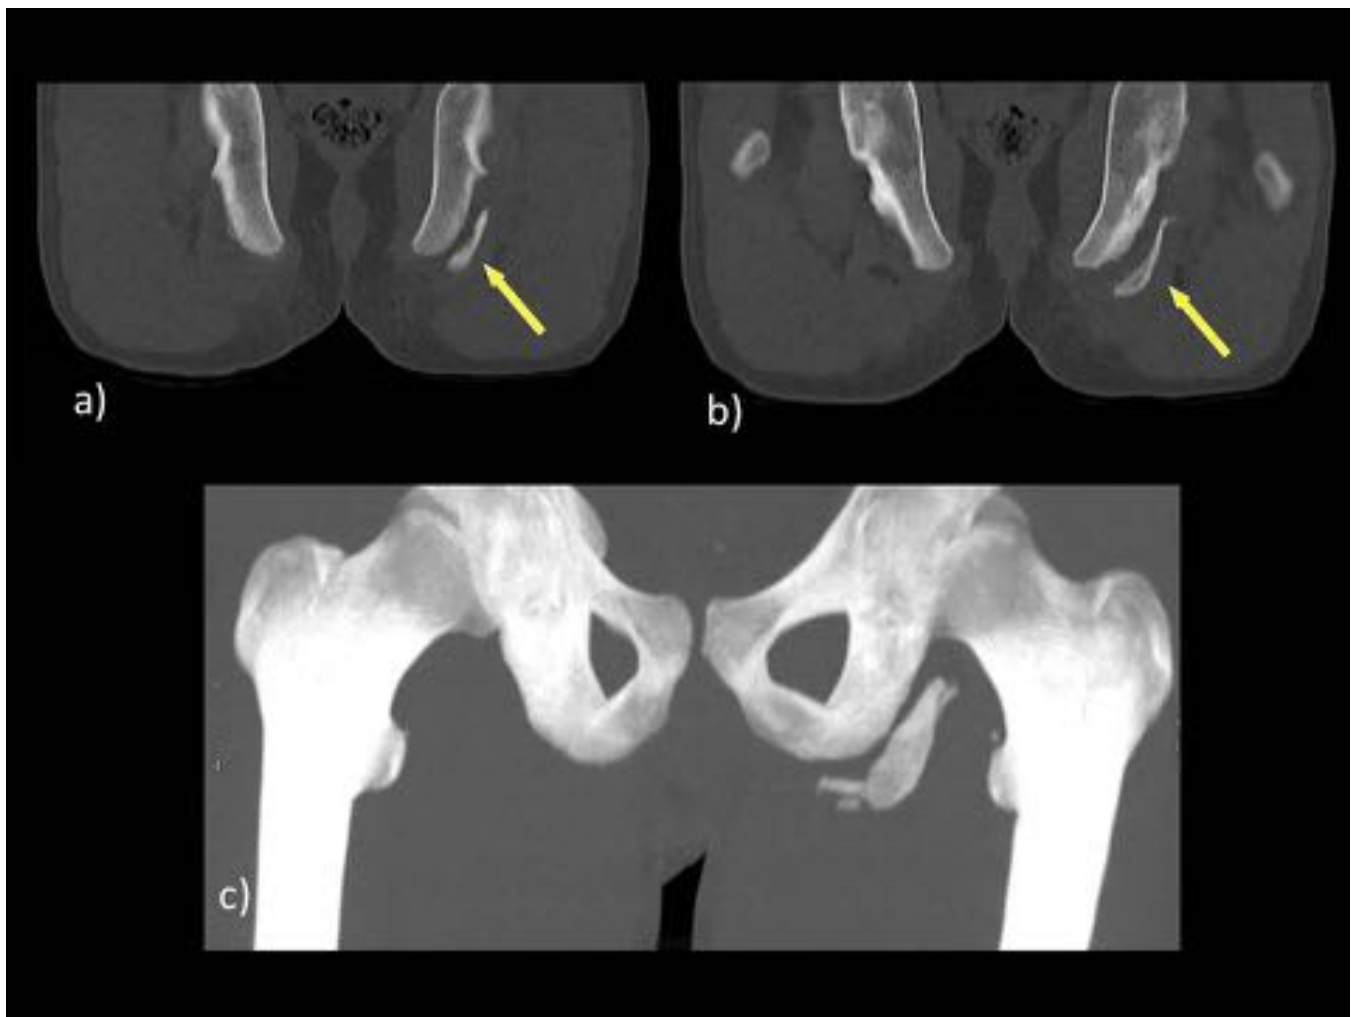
a y b) Reconstrucciones de TC en plano coronal donde se observa la apófisis isquiática izquierda (flecha amarilla) avulsionada. c) Reconstrucción MIP en plano coronal.
